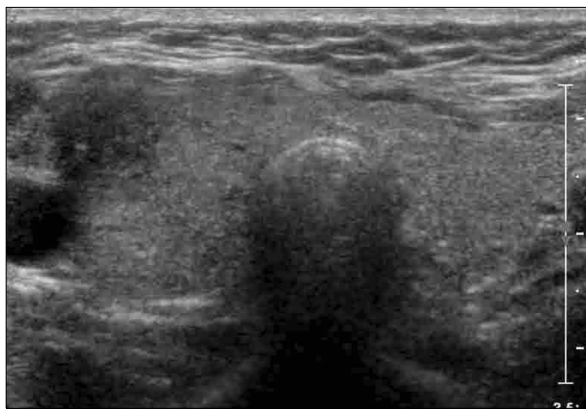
Ultrasonography of thyroid. A thyroid ultrasonography transverse view shows diffuse enlargement of both thyroid glands with heterogeneous low echogenicity.
